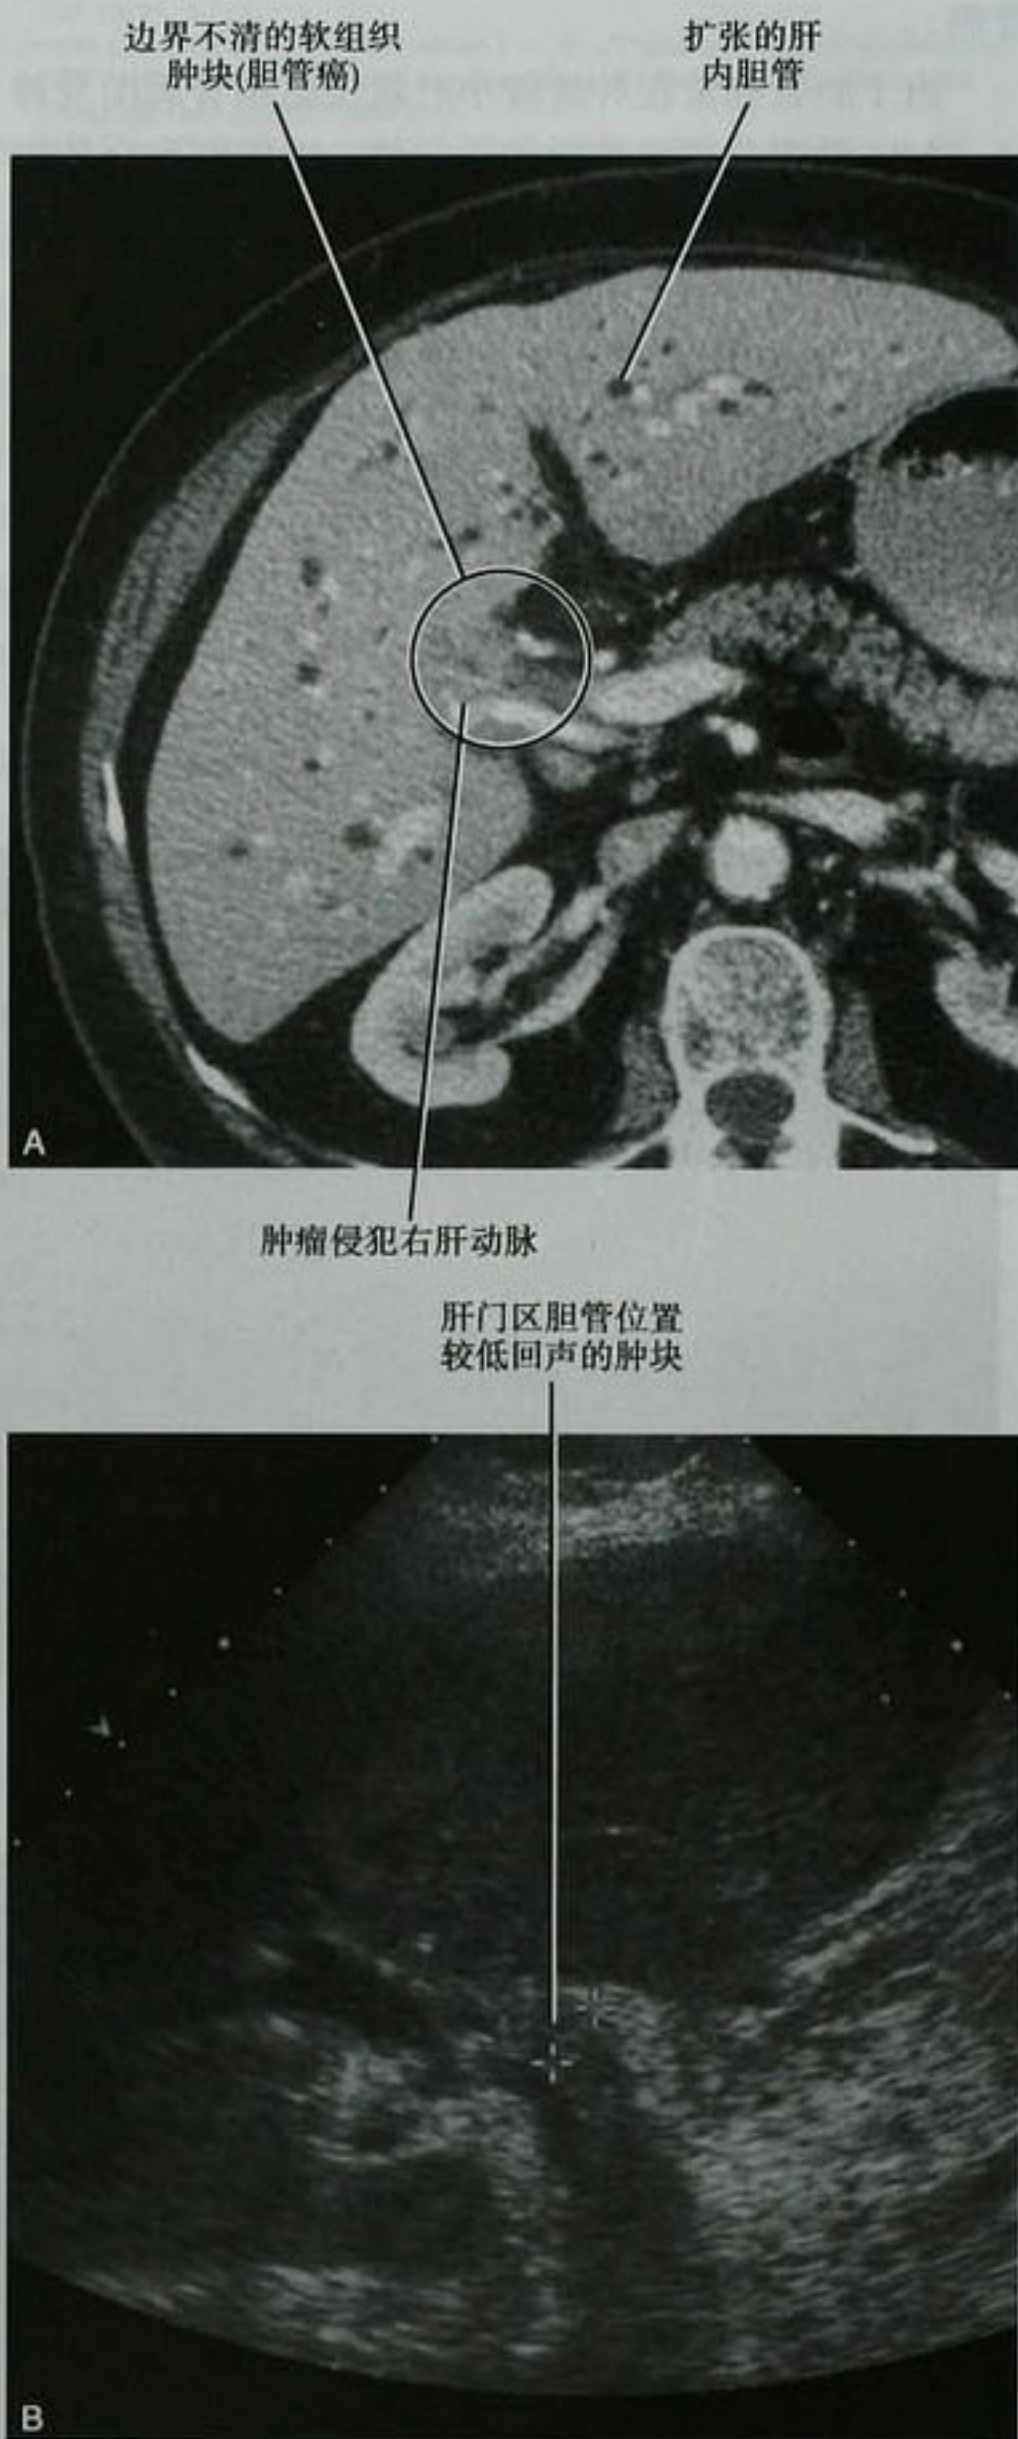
胆管癌患者,经过肝门层面的增强横断面 CT (A) 和超声(B)图像,显示一软组织肿块,伴胆管梗阻
